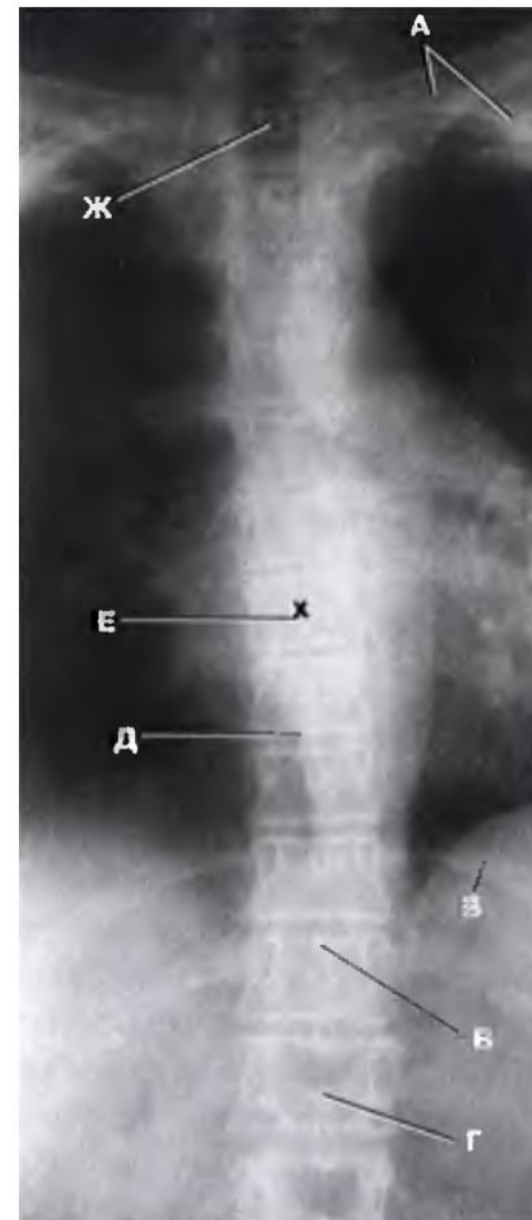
Рентгенограмма грудного отдела позвоночника в задней проекции
